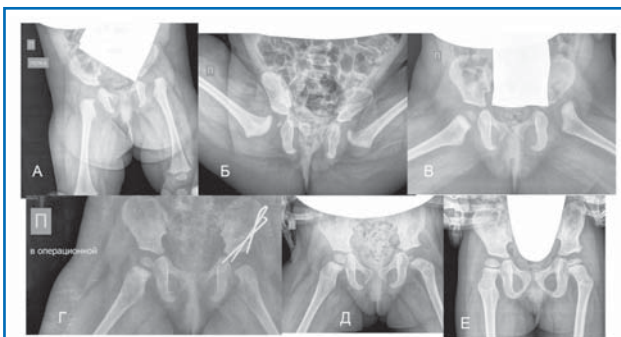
Рентгенограммы ТБС пациентки Б.: исходно (а); через 7 дней после начала лечения в стременах Павлика (б); через 4 месяца после смены стремян на шину «Orlett» (в); интраоперационно (г); через 2 месяца после операции (д); через 1 год с момента операции (е).
